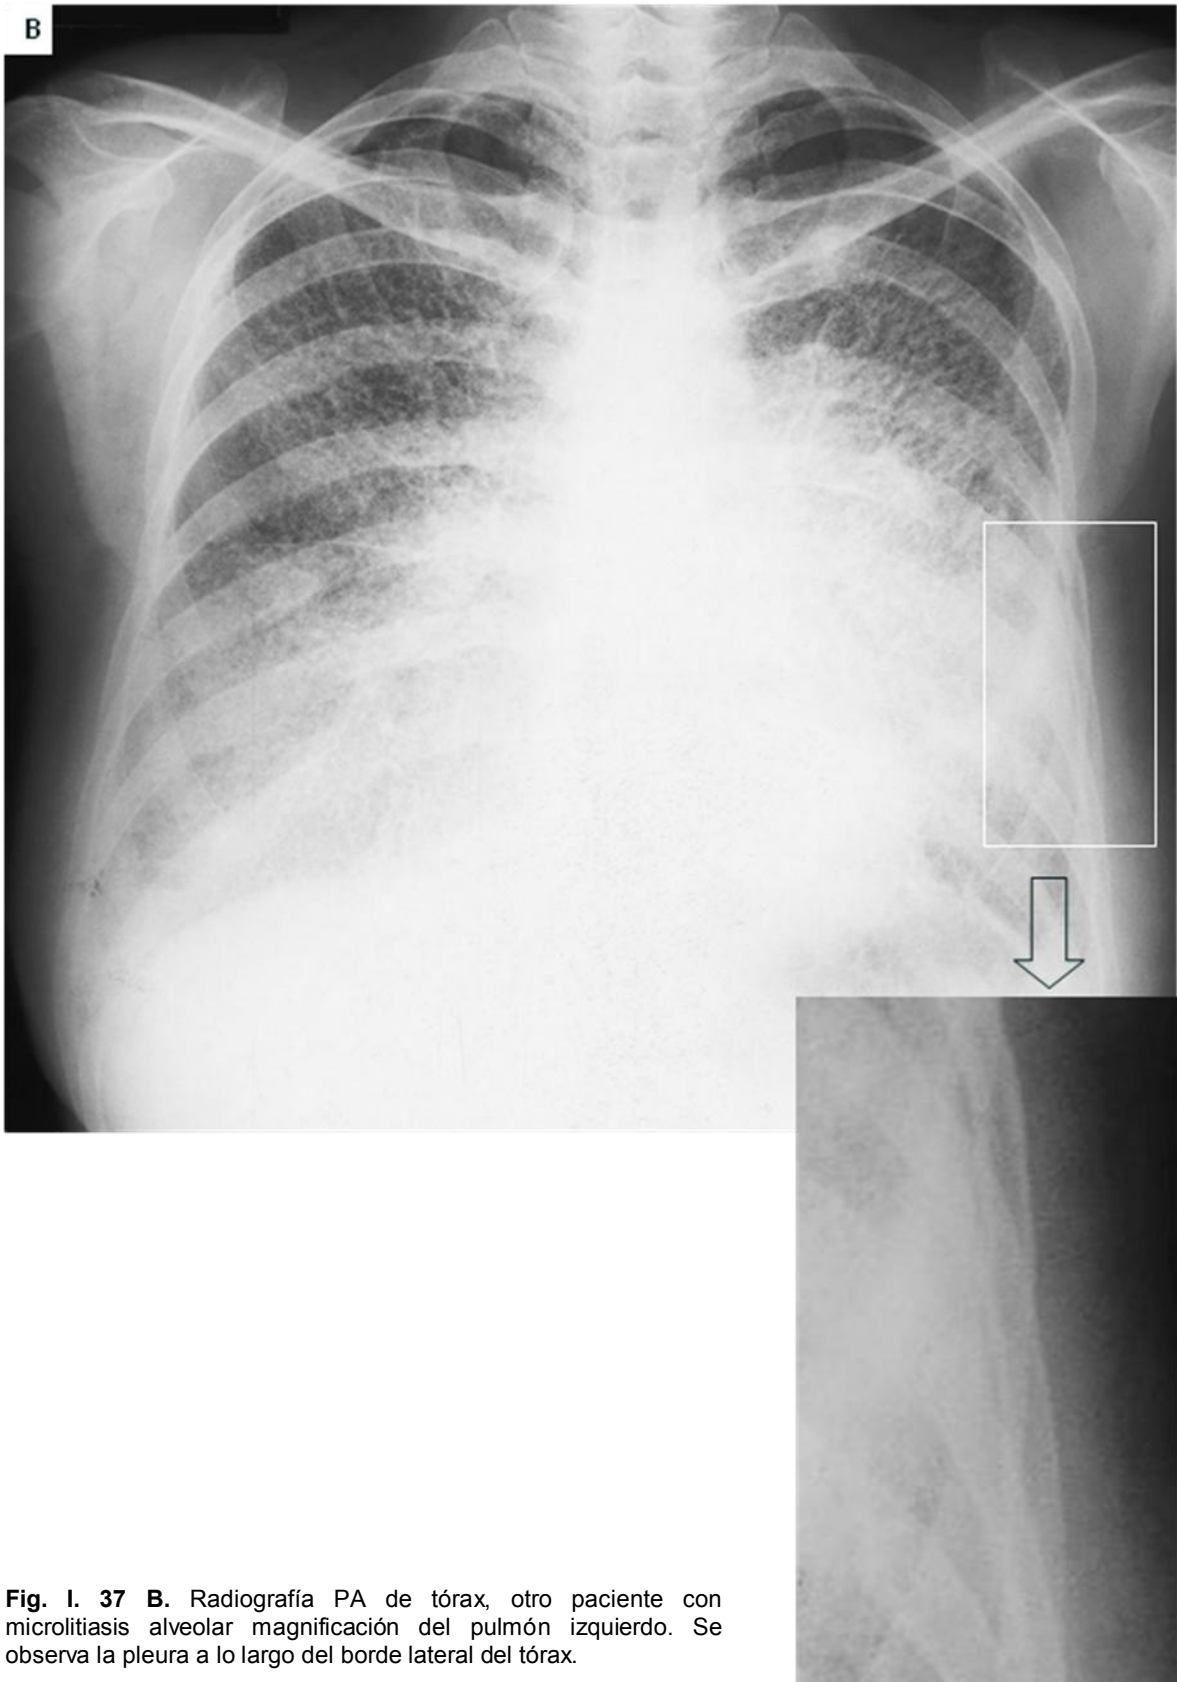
37 B. Radiografía PA de tórax, otro paciente con microlitiasis alveolar magnificación del pulmón izquierdo. Se observa la pleura a lo largo del borde lateral del tórax.
